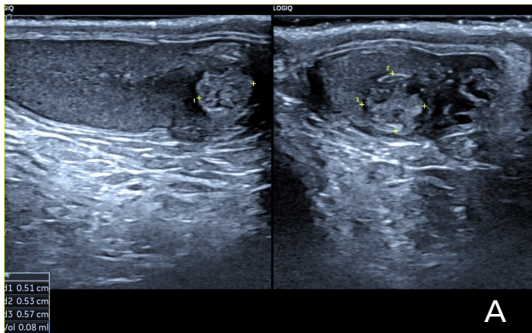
Otuz sekiz yaşında hastada 1,5 cm çaplı nöroendokrin tümör. (A) Sağ testiste hiperekoik, lobüle lezyon. (B) Doppler ile kitlenin çoğu alanı hipervasküler.
